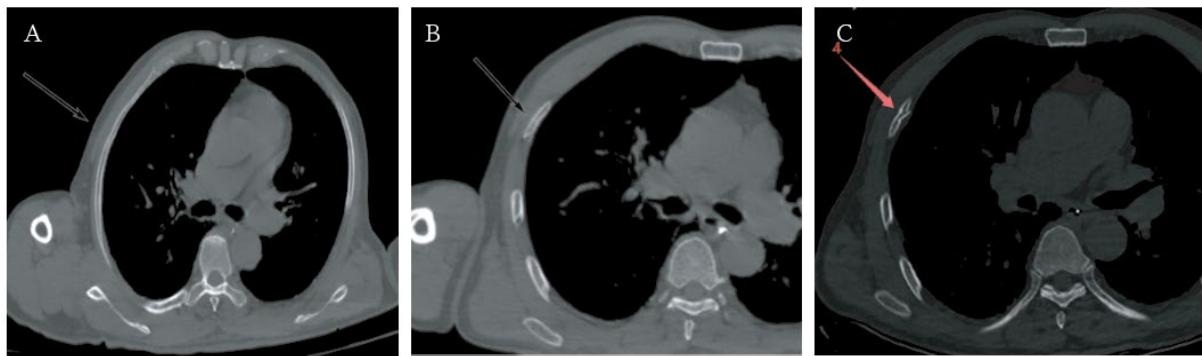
(A) MPR image 3 days after injury; (B) CT scan 3 days after injury; (C) CT scan 10 days after injury
